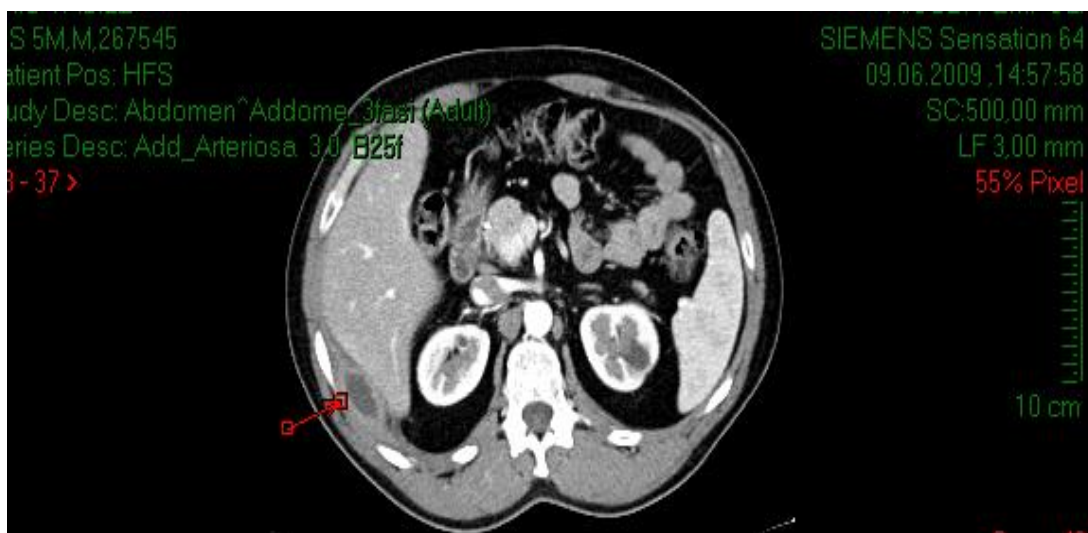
Tomografia computerizată
